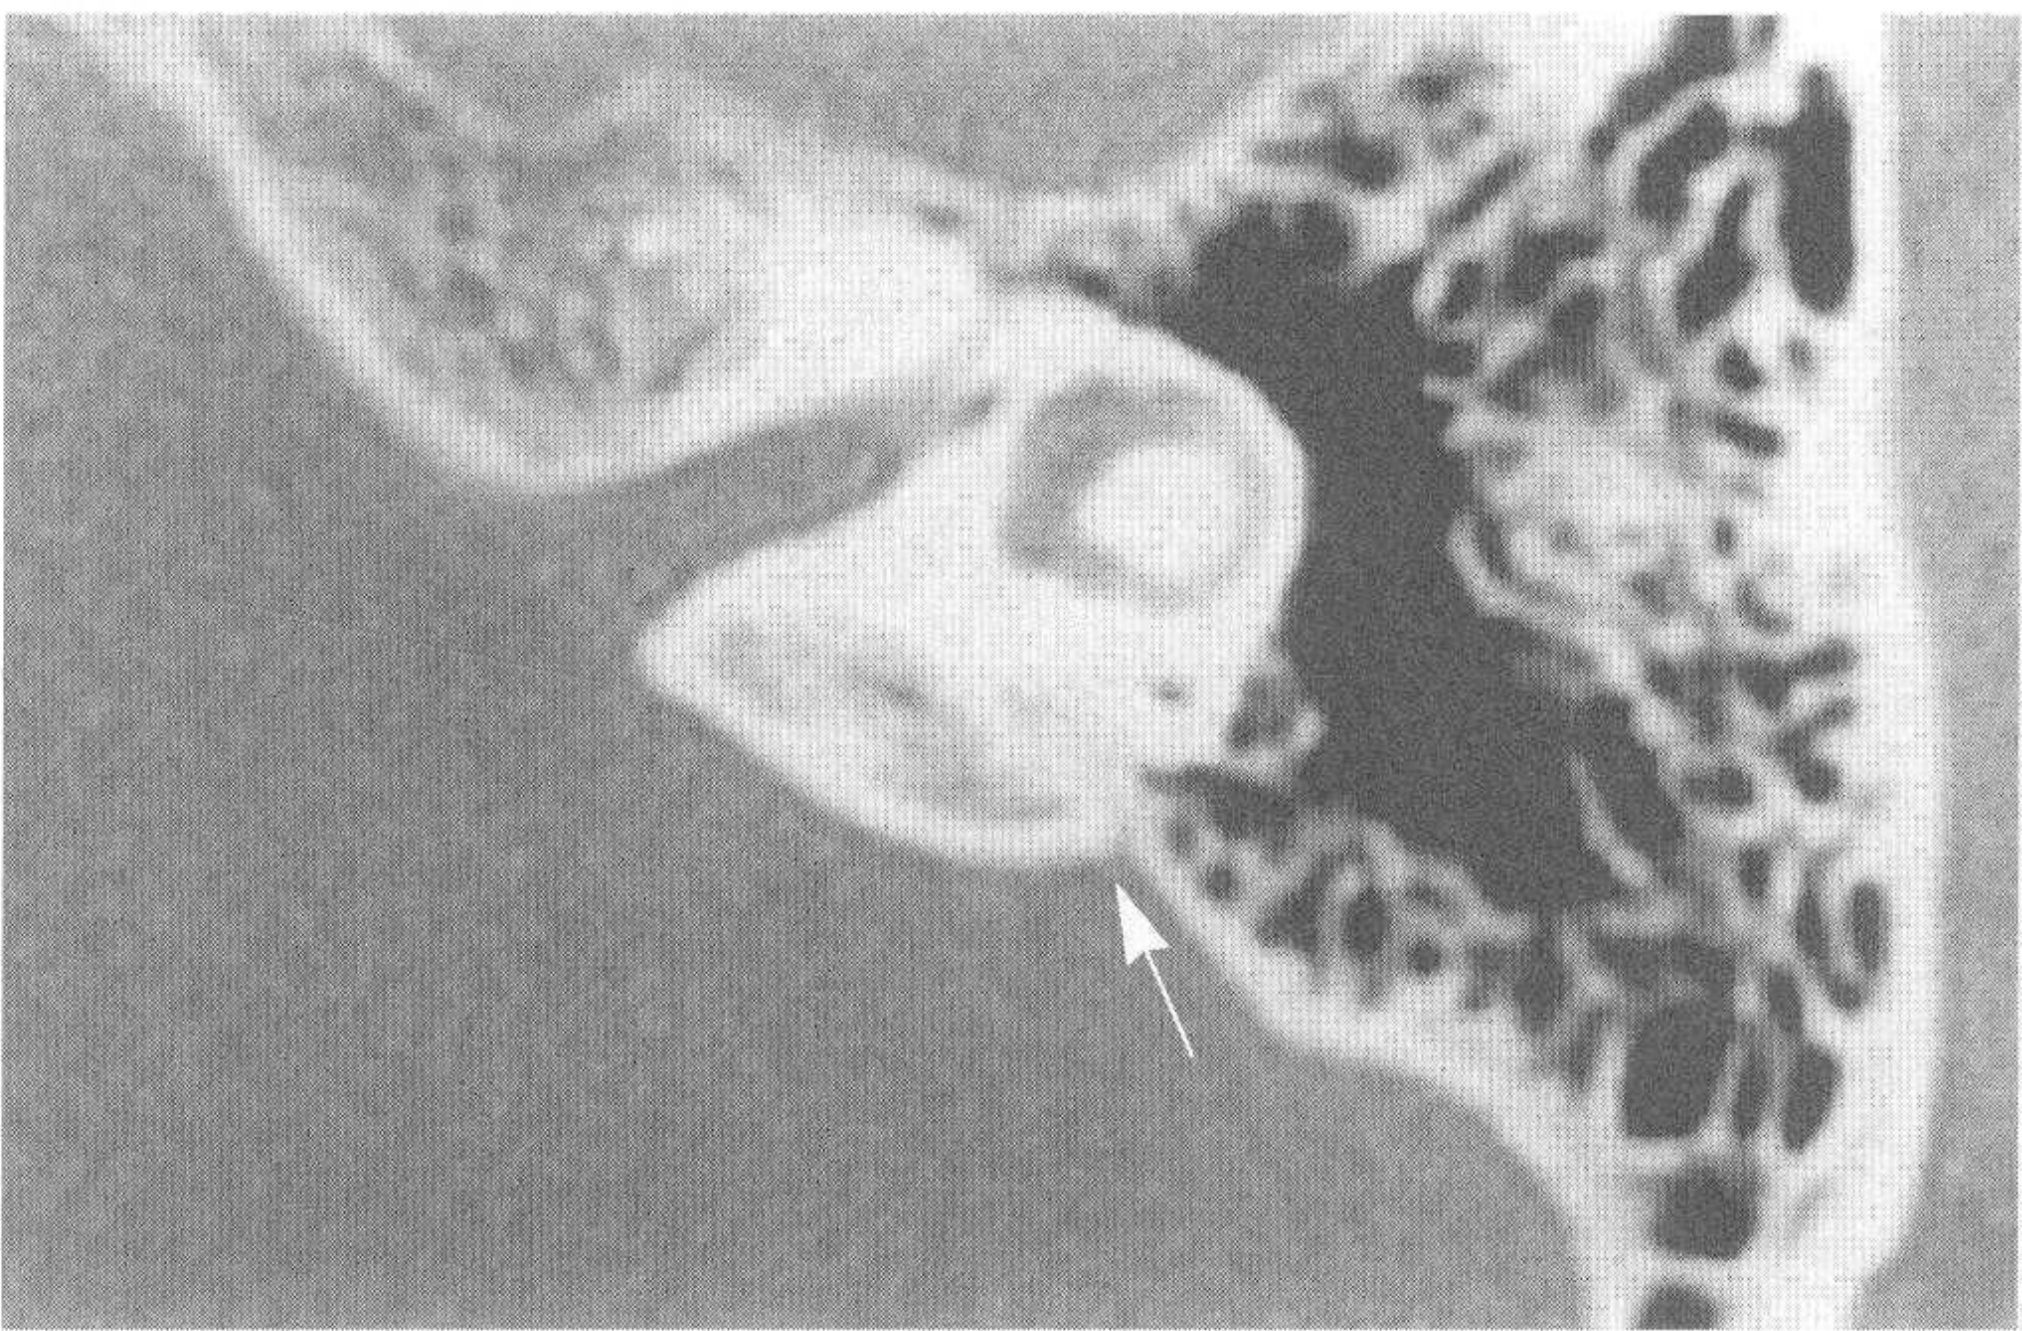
对应正常颞骨CT图像 (大箭头示前庭导水管)
